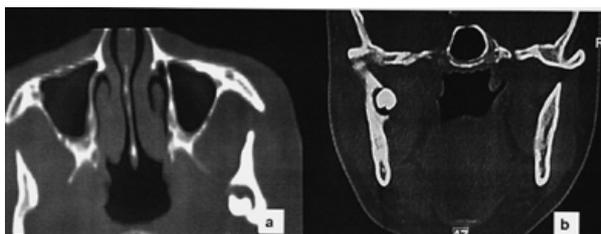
Axial a) and coronal b) TC showing the location of the third molar with an inverted position in the subcondylar region, with its crown facing downward marking on the internal cortical bone and a radiolucent area around.
